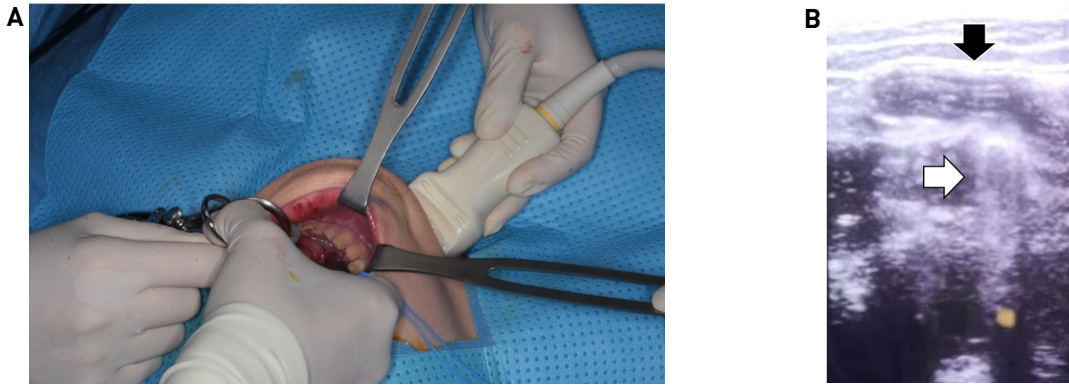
To drain the ranula transorally, the lesion is confirmed using intraoperative ultrasonography with the help of assistant and drained with a hemostat by the surgeon (A). Ultrasonographic image demonstrates the cystic lesion (black arrow) draining by hemostat (white arrow) intraoperatively (B).
